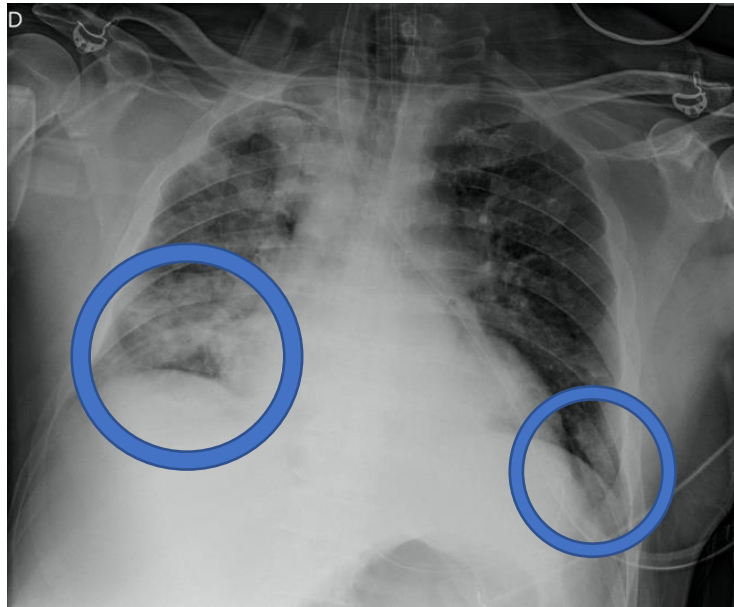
Radiografía de tórax se observa condensación alveolar bilateral con predominio de base derecha.
